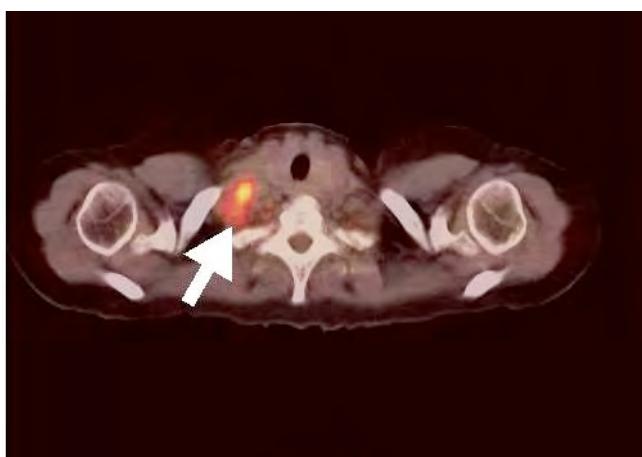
Positron Emission Tomography (PET-CT) showed hypermetabolic lymph nodes
